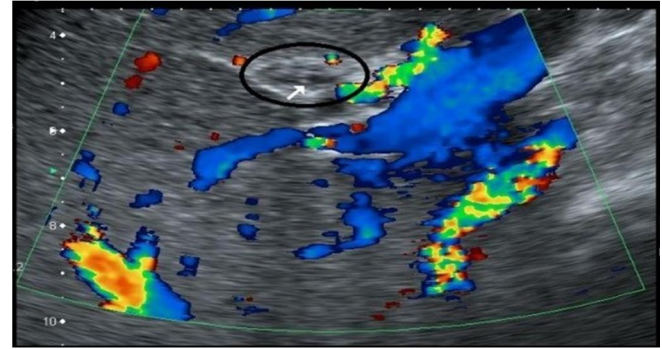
Echographie doppler abdominal. Image du parasite (flèche verticale blanche) allant du cholédoque à la voie biliaire principale, cholédoque (étoile verte), voie biliaire principale (flèche transversale), veine porte (étoile bleue), lobe droit hépatique (étoile jaune).
